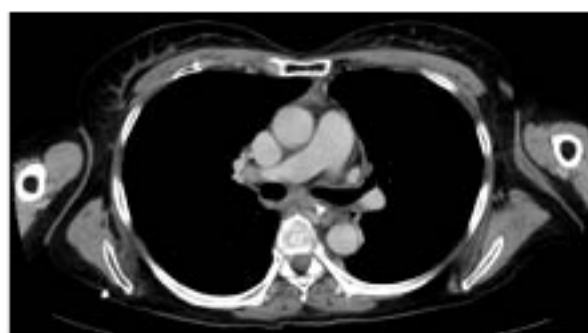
TC pós quimioterapia e radioterapia
